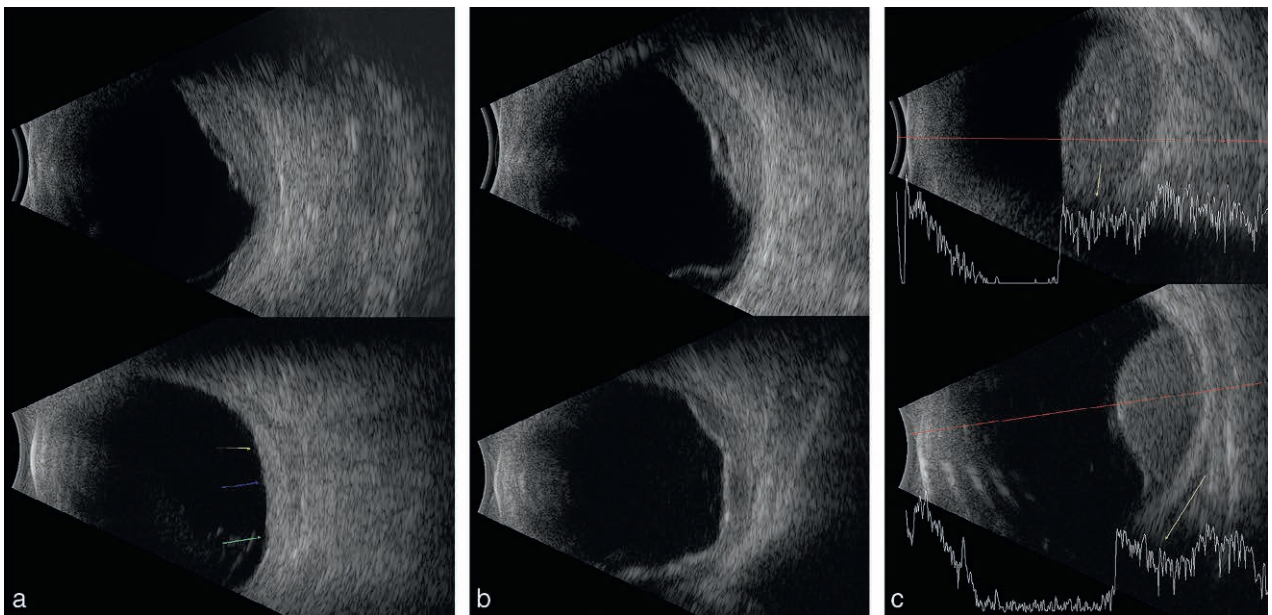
Aspect échographique de métastases choroïdiennes.*
